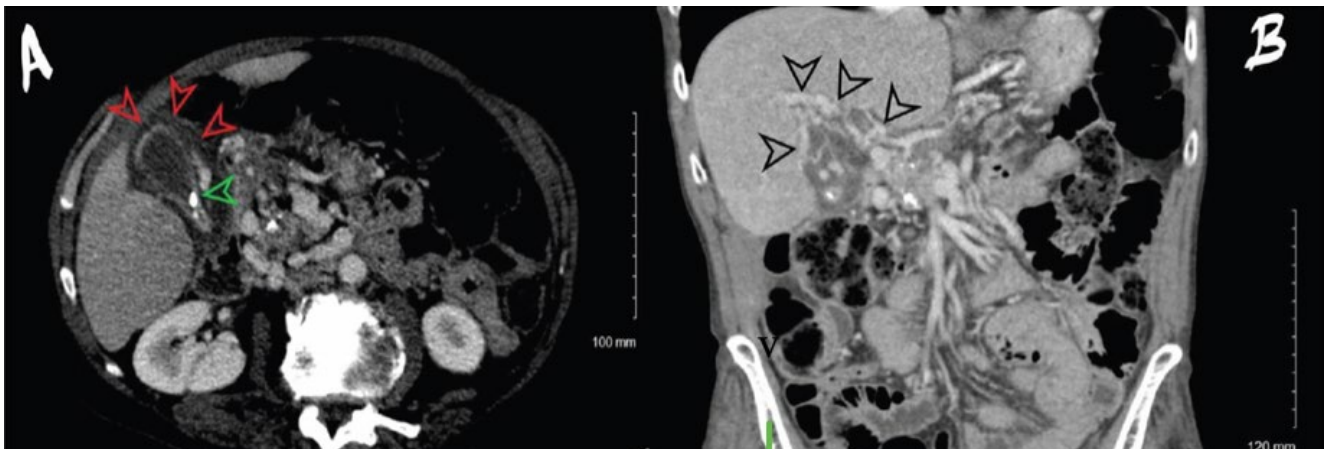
A) TAC que demuestra dos cálculos biliares (flecha verde). Hay líquido pericolecístico (flechas rojas); (B) TAC de reconstrucción coronal a través del hilio hepático que muestra conductos biliares de calibre normal; transformación cavernosa de la vena porta (flecha negra); se identifican numerosas várices, incluidas las perigástricas y pericolecísticas.¹
